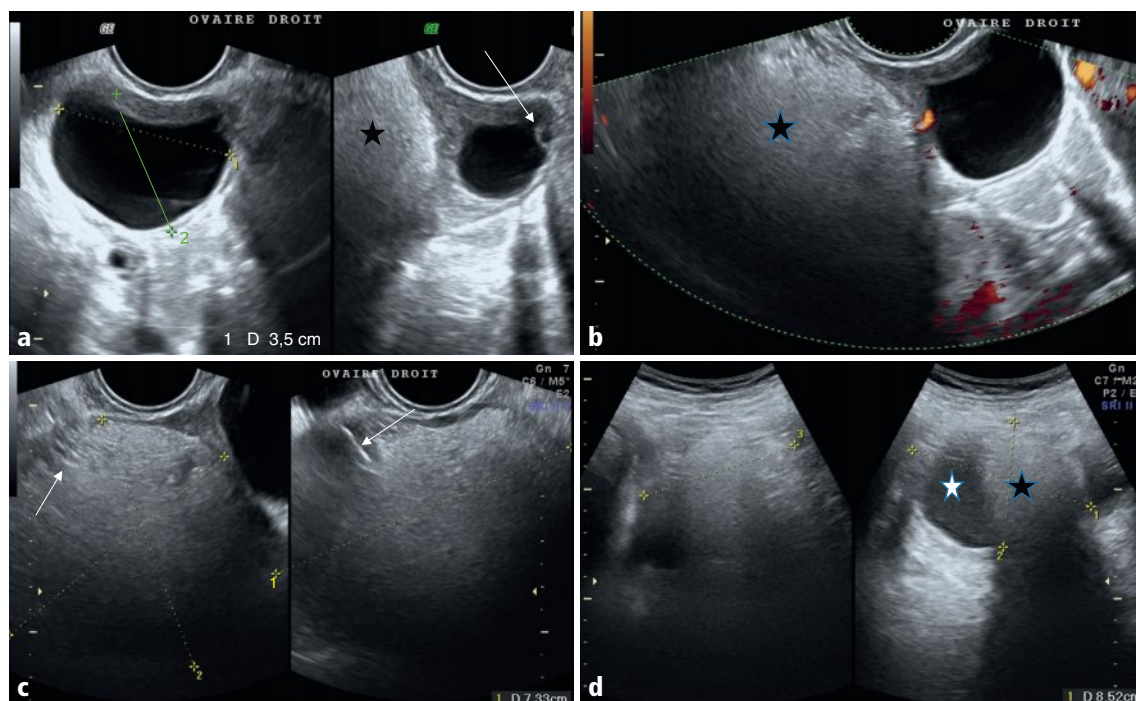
a-d Kyste ovarien droit liquidien pur de 35 mm de grand axe, avec pont de granulosa (flèche) associée à une structure hyperéchogène atténuante contiguë (étoile noire) (a, b), sans flux Doppler (b). Traits linéaires hyperéchogènes mieux visibles en périphérie de la masse hyperéchogène (flèches en c). Cette masse contiguë au kyste liquidien pur est en fait biphasique lorsqu'elle est vue en totalité par voie sus-pubienne (d) : zone hypoéchogène à renforcement postérieur (étoile blanche) et zone hyperéchogène atténuante (étoile noire). Sa plus grande dimension, mieux appréciée par voie sus-pubienne, est de 85 mm (d).
